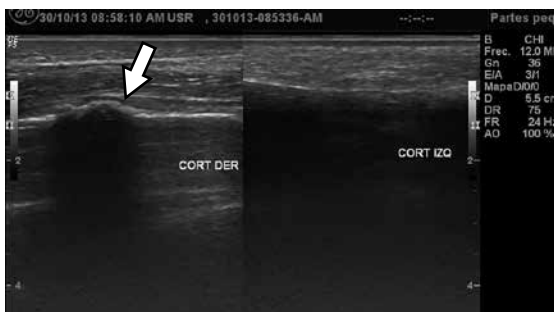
Paciente masculino, quien consulta cuatro días después de correr una media maratón, por edema y dolor en la región pretibial, con sospecha de lesión muscular. Se practica ecografía que demuestra fractura por estrés de la cortical anterior del peroné derecho (flecha). La imagen de la izquierda corresponde al aspecto normal de la cortical contralateral.
